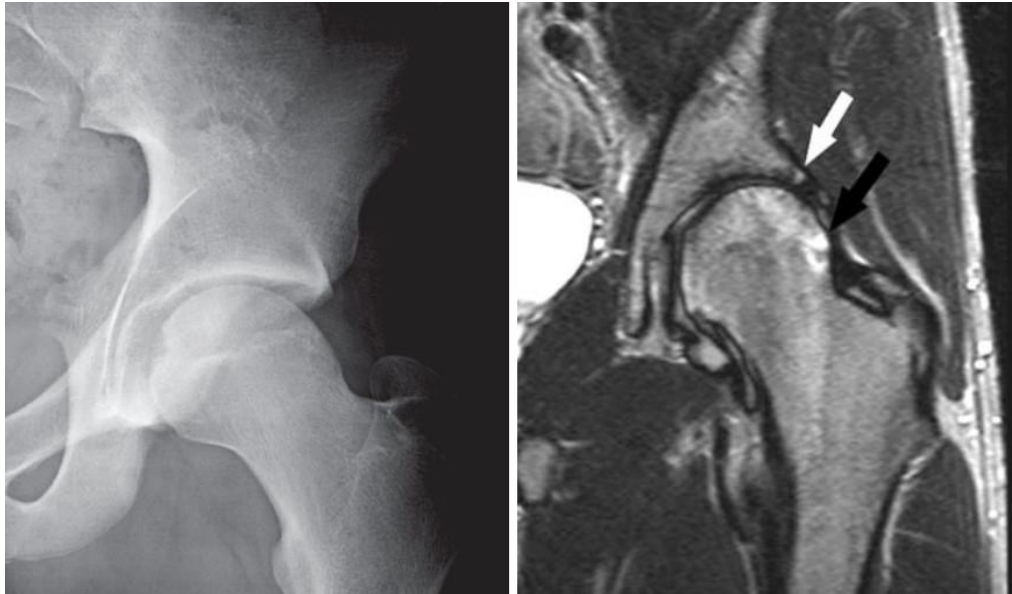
links: a.-p.-Beckenübersicht mit Pincer-Deformität [67] und rechts: FAI in T2-gewichteten koronaren MRT-Bild, weißer Pfeil zeigt im Bereich der Labrumbasis Knochenapposition an den Pfannenrand; schwarzer Pfeil zeigt im ventrolateralen Kopf-Hals-Übergang Ödematisierung und „Herniationszyste“ [68]
